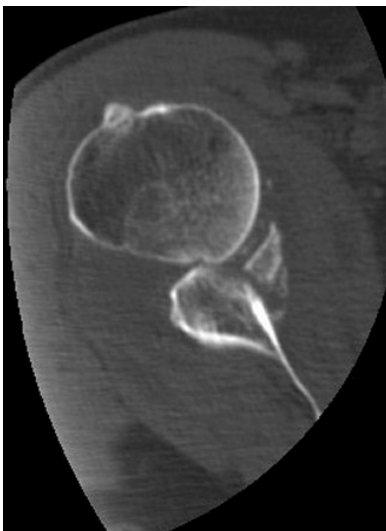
ossäre Bankart-Läsion im CT
